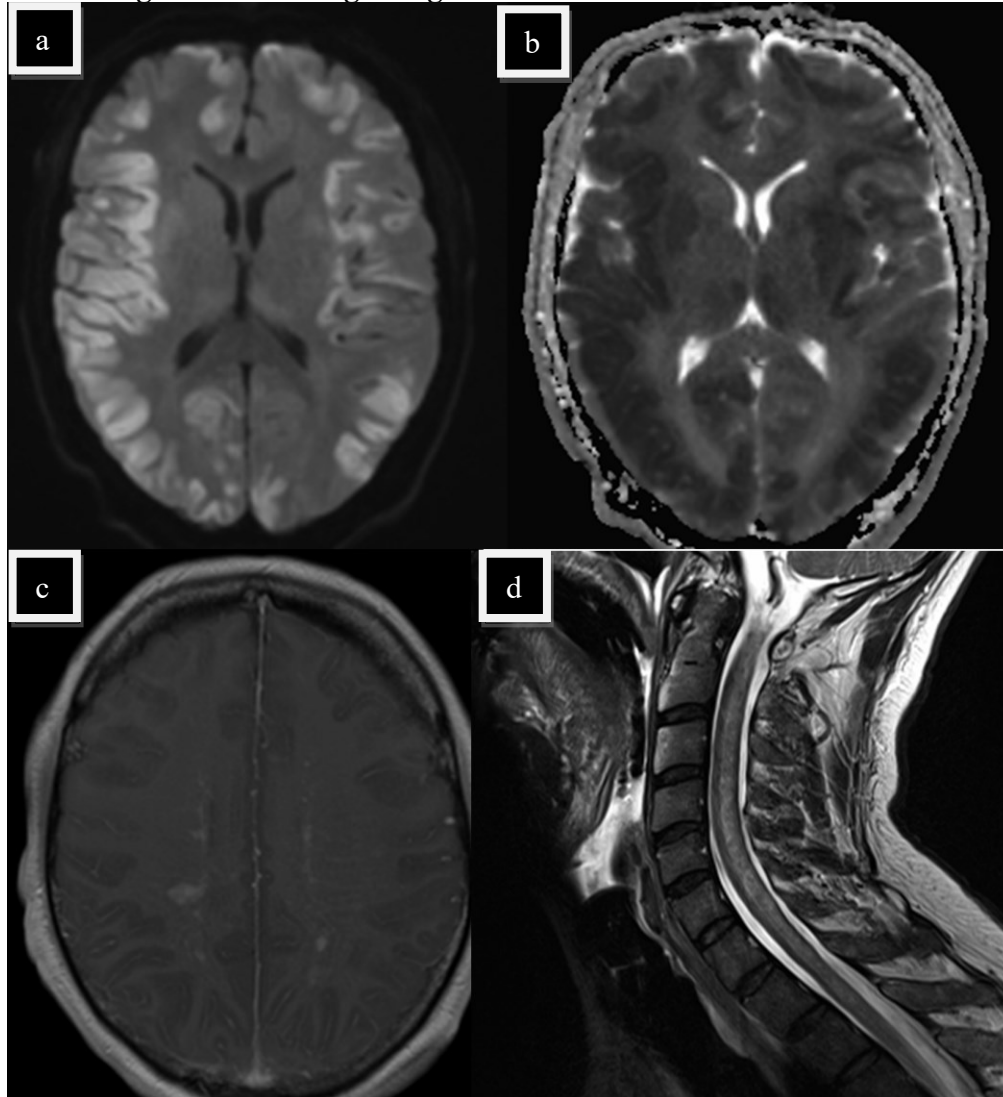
Extensive, primär kortikal akzentuierte Läsionen in der DWI-Sequenz (5a) und entsprechende Absenkung in der ADC-Sequenz (5b)
